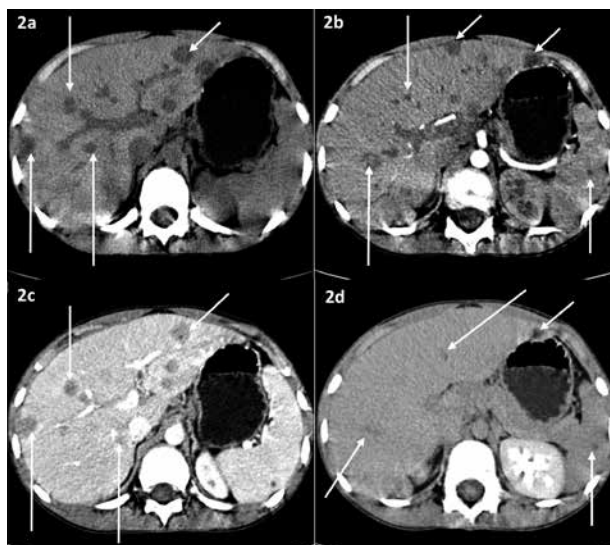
Tomografia computadorizada abdominal contrastada mostrando diversas lesões no fígado e no baço espontaneamente hipodensas (2a), mantendo-se hipodensas na fase arterial (2b), com captação centrípeta de contraste na fase veno-portal (2c) e quase isodensas relativamente aos parênquimas hepático e esplênico na fase tardia (2d).
